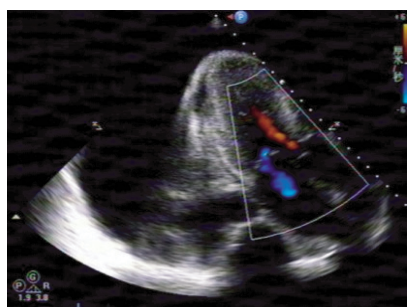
心脏超声见心肌回声欠均匀,见颗粒样强光点散在分布
